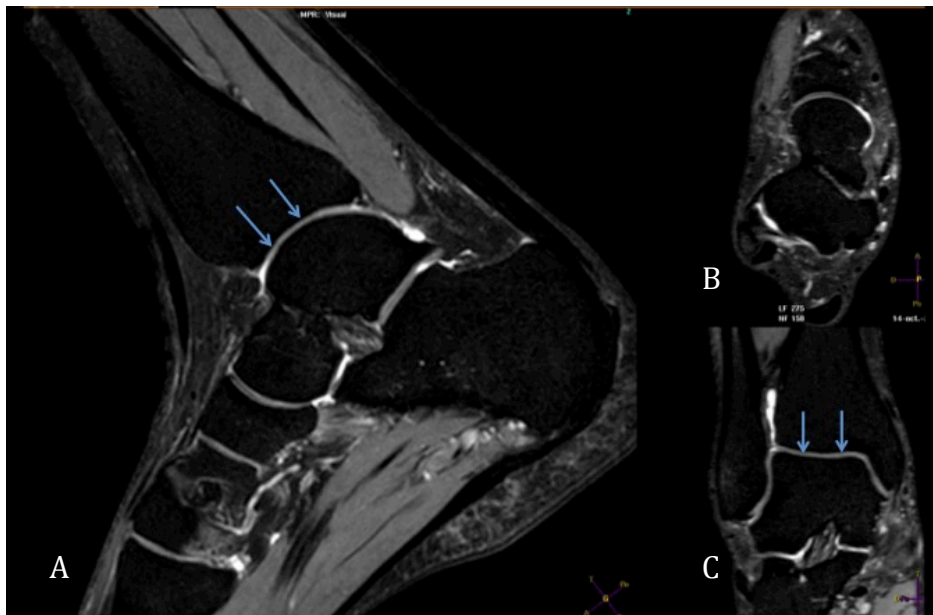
Cheville en IRM. Réconstruction dans les 3 plans de l'espace d'une séquence 3D DP SPAIR.
